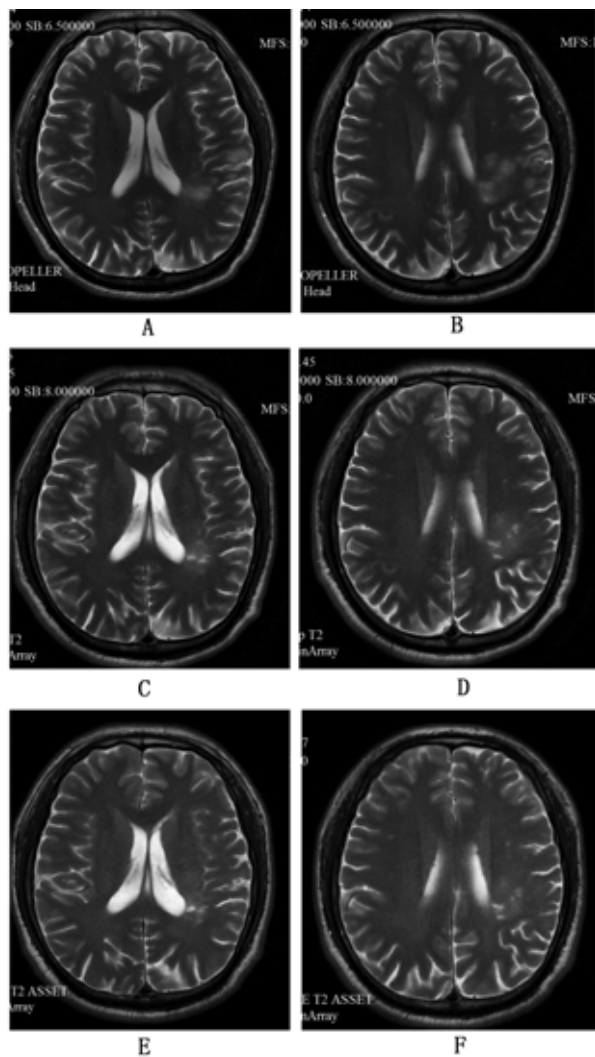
头颅 MRI 提示双侧大脑半球、右侧小脑及颅骨多发异常信号
